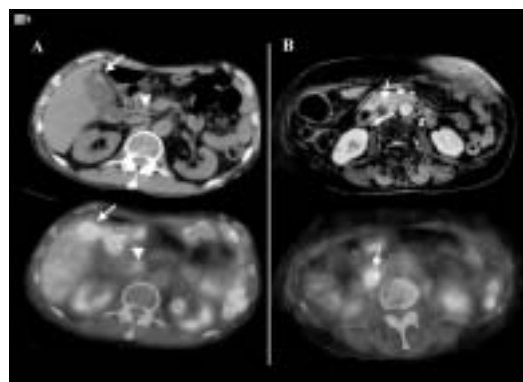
胆嚢癌と総胆管癌のF-18 FDG PET/CT所見
